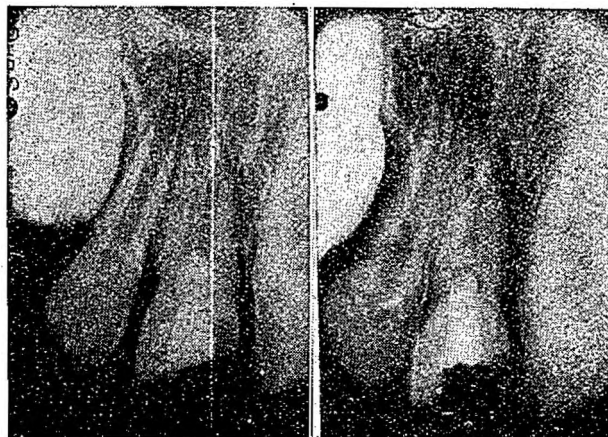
(Izq.) — Radiografía de un incisivo central fracturado por trauma con exposición pulpar. Se comprueba la pulpotomía practicada dos horas después, obturándose con hidróxido de calcio y sulfato de bario en suero fisiológico aplicándose previamente polvo de dentina esterilizada. Un amplio conducto y foramen apical contraindicaba la pulpectomía total, permitiéndose alcanzar su crecimiento.
